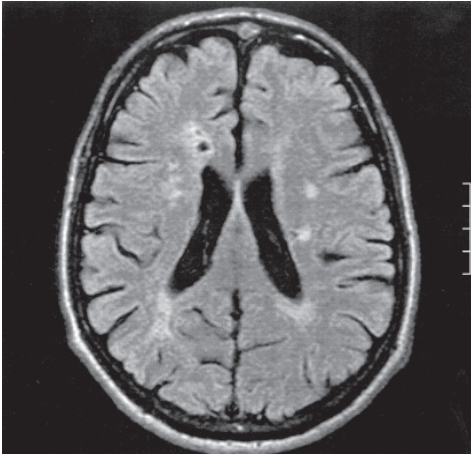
Магнітно-резонансна томограма головного мозку больного Д., T2 тім-ві, аксиальна проекція. ЛІІ в перивентрикулярному білому речовині півкуль
